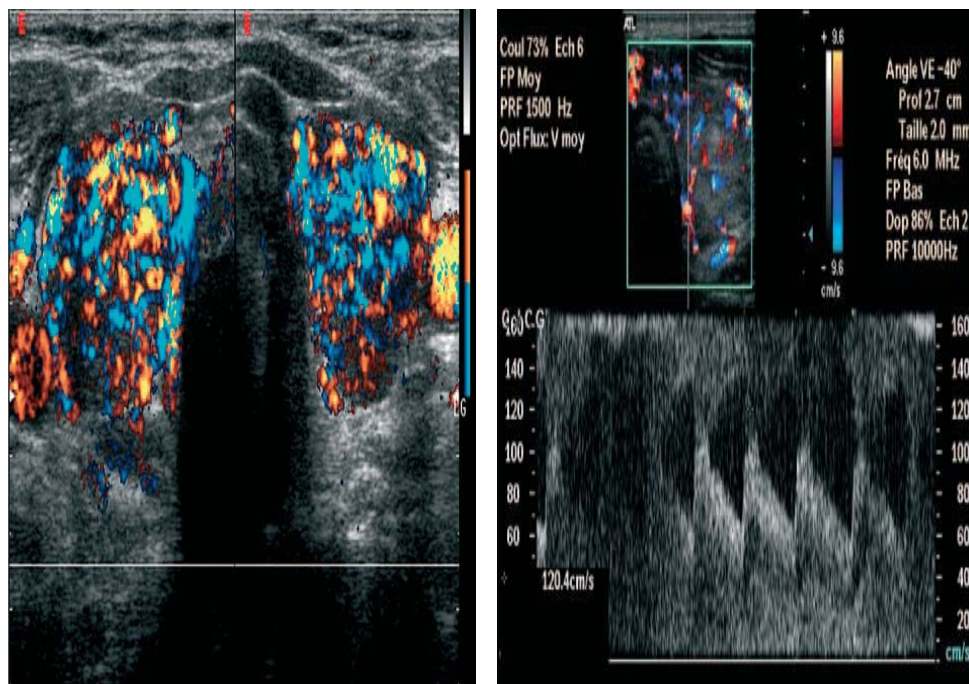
Basedow en echodoppler, et doppler pulsé.
